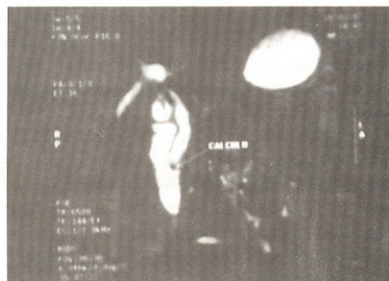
colangiografía por resonancia. Dilatación de vía biliar con cálculo distal.
